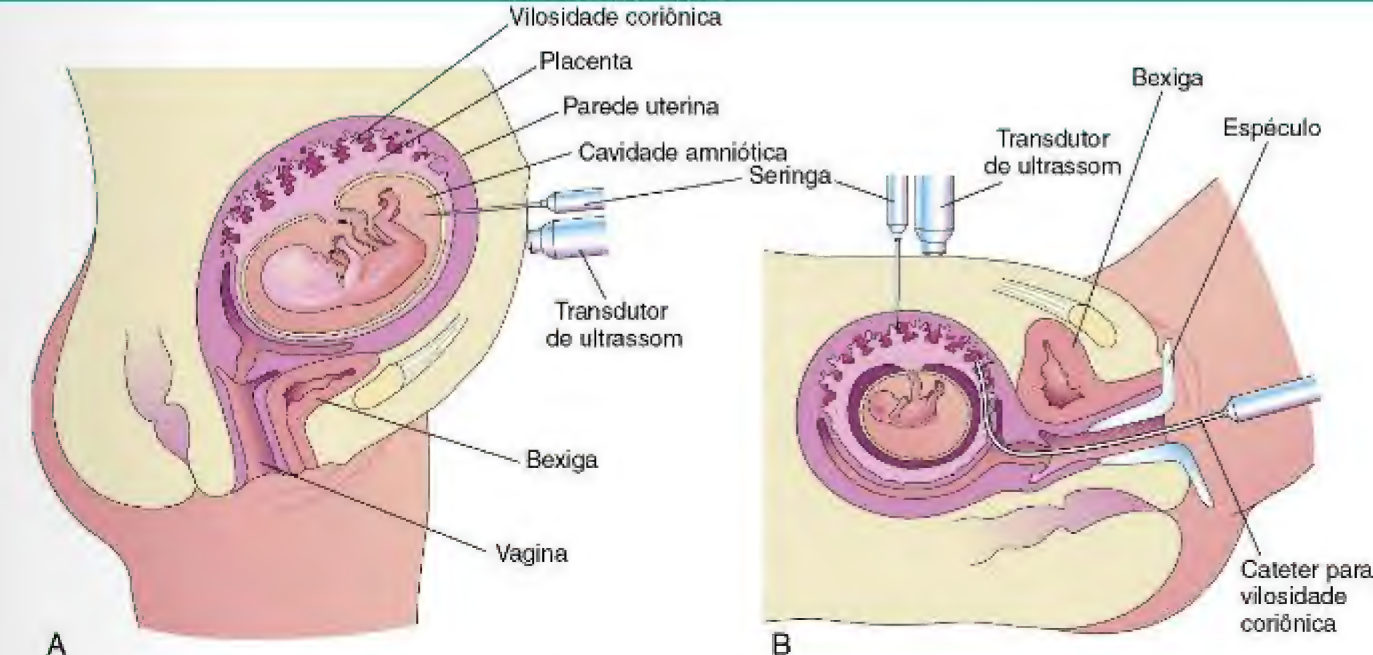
A, Ilustração da técnica de amniocentese. Observando pela ultrassonografia, uma agulha é inserida na cavidade amniótica através das paredes abdominal e uterina maternas. Uma seringa é conectada e o líquido amniótico é coletado para exame. B, Ilustração da coleta de amostragem de vilosidade coriônica. Duas formas de coleta são mostradas — uma através da parede abdominal anterior maternal, usando uma agulha, e outra através do canal cervical e da vagina, usando um cateter flexível.
